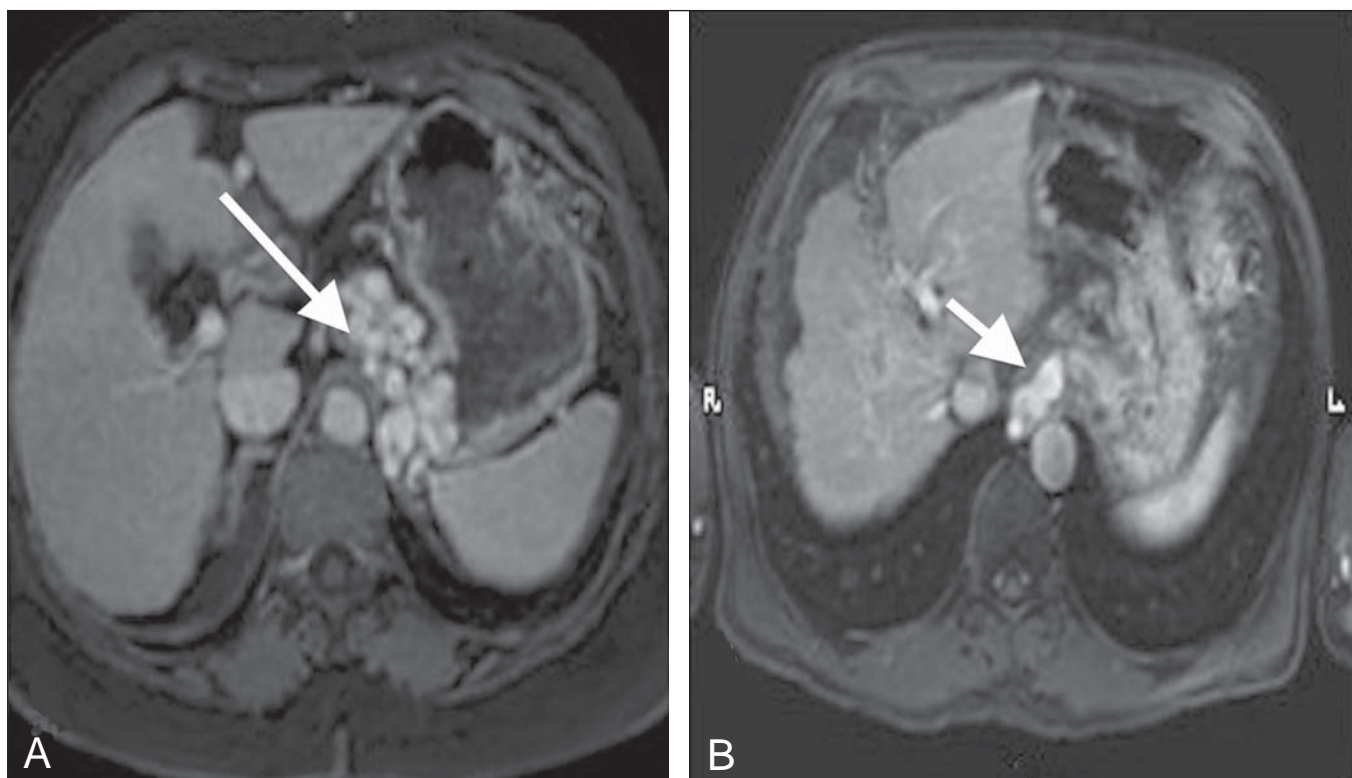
A,B: Ressonância magnética do abdome nas ponderações em T1 pós-contraste no plano axial mostrando paciente com hipertensão portal. Há varizes perigástricas (seta em A) e paraesofágicas (seta em B).
